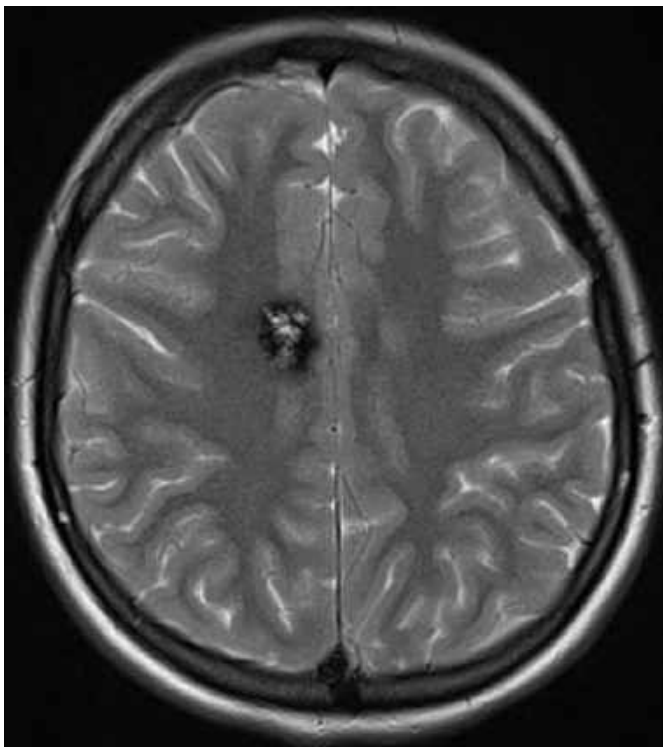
МРТ головного мозку (T2 ЗЗ, аксіальний зріз). Глибинна кавернома медіальних відділів правої лобової частки (спостереження №32, хвора К-к, історія хвороби №392).
